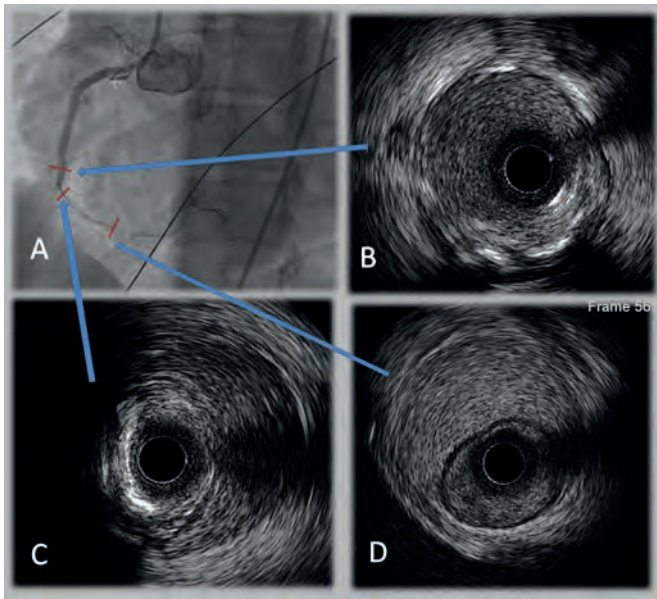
Angiografía (A) y ecocardiografía intravascular intra *stent* (B), justo distal al *stent* (C) y coronaria derecha distal (D).
